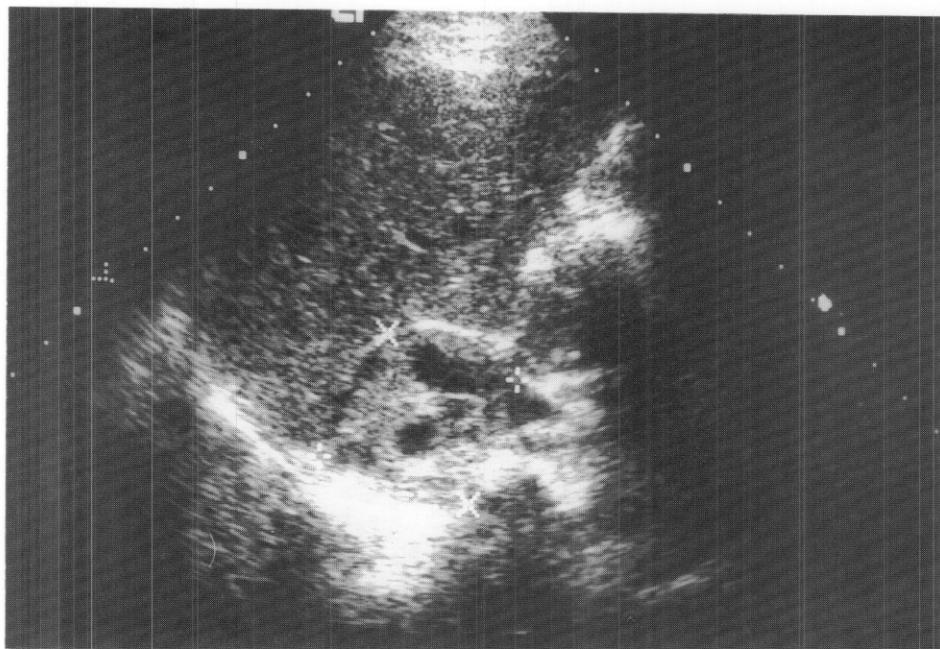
Abdominal ultrasonography of second patient (F/17) shows 4.2×4.7 cm sized heterogeneous low echogenic mass in right suprarenal area with indenting the adjacent liver.
